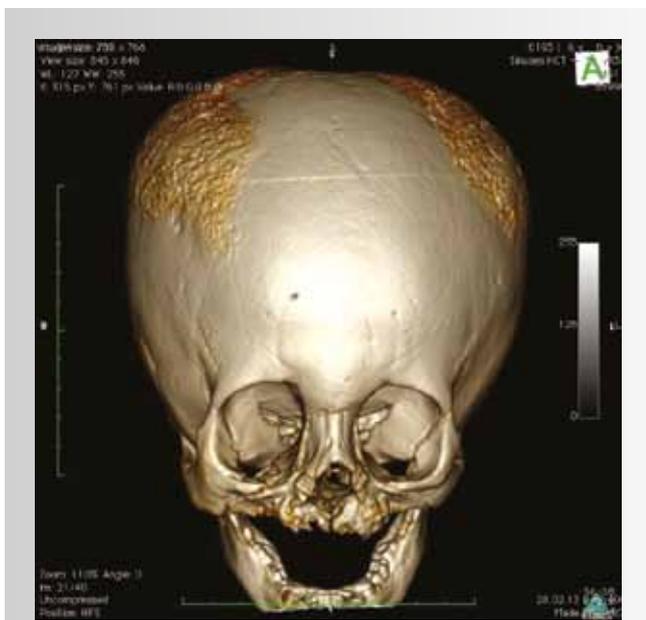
Компьютерная томография костей черепа до оперативного лечения: макроцефалия, деформация верхней и нижней челюсти, костей носа
